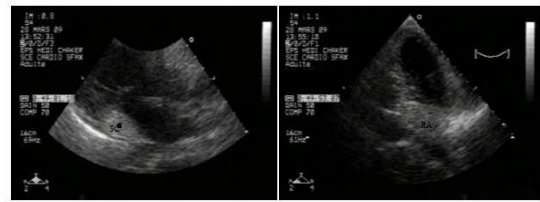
Two-dimensional echocardiogram obtained from an apical four chamber view showing the pathway of the electrode from the coronary sinus to the right atrium and the right ventricle
